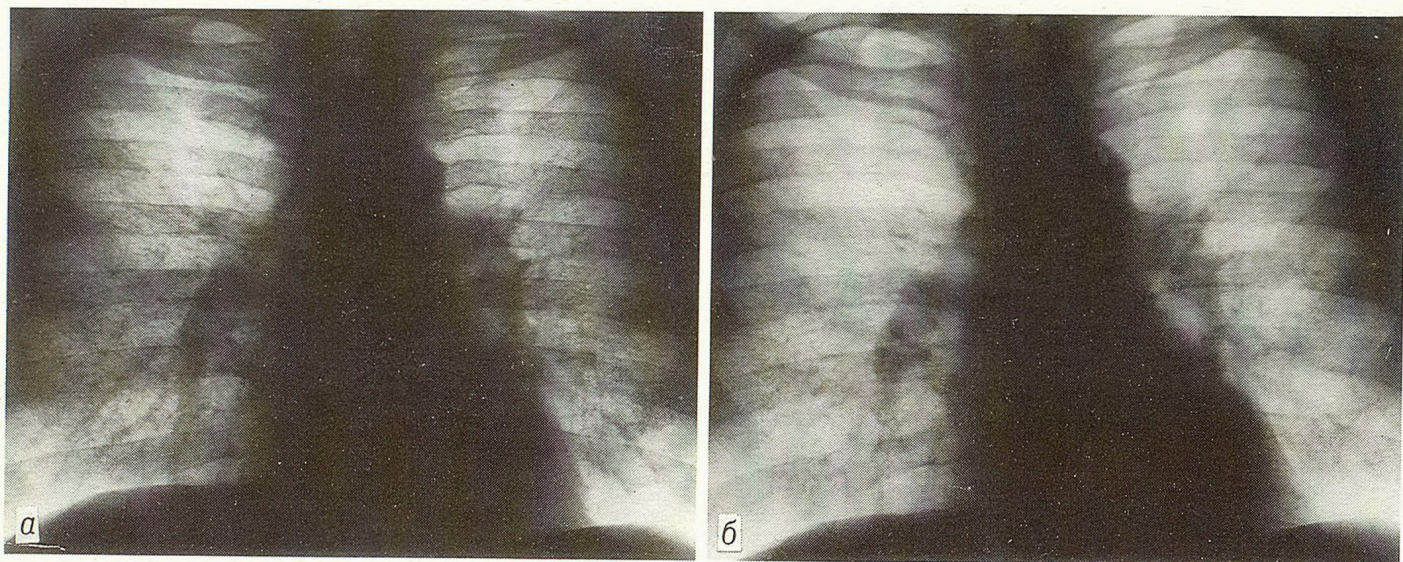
Обзорная рентгенограмма грудной клетки больного К.
